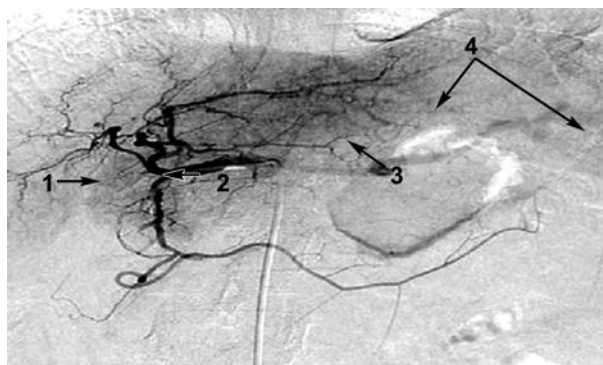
Ангиография в гастродуоденальной артерии после проведения внутриартериальной инфузии алпростадилем. 1 – появление сосудистого рисунка в головке ПЖ; 2 – катетер в гастродуоденальной артерии; 3 – появление селезёночной артерии; 4 – отсутствие депонирования в теле и хвосте поджелудочной железе.
